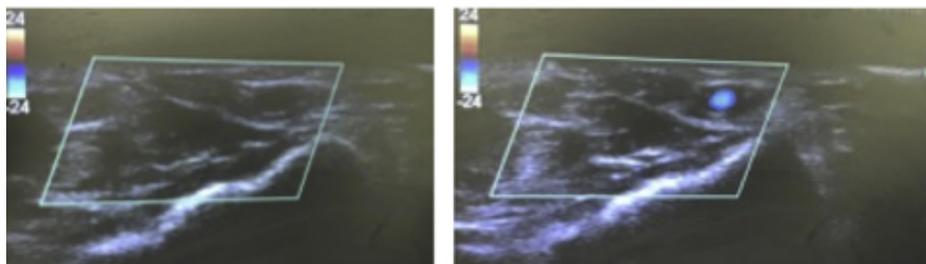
Visualización de vena por ecografía
